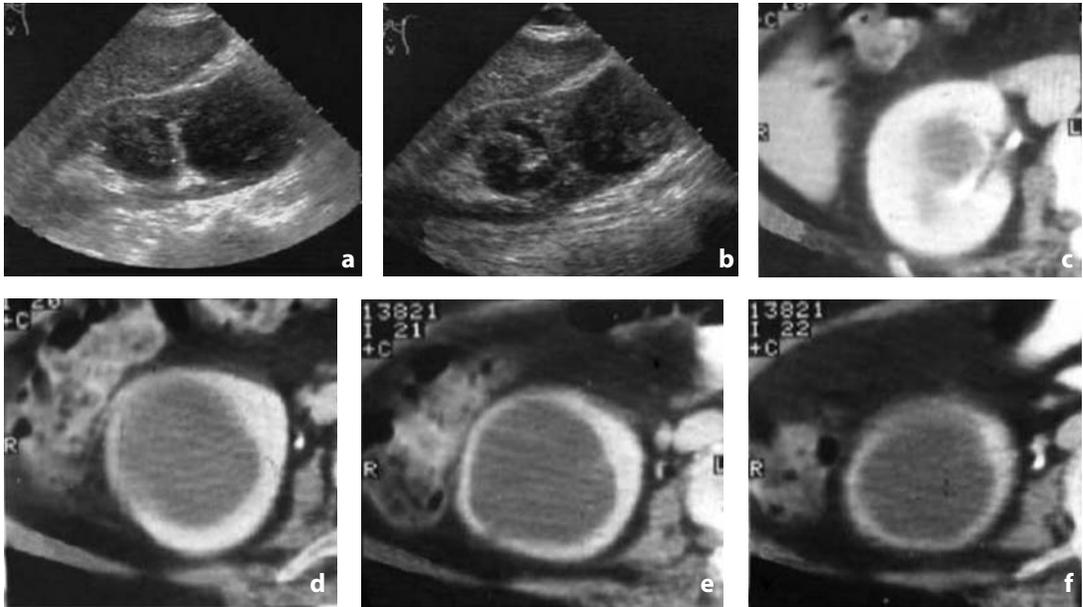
Ecografia e TC con mdc. Ascessi renali. a-b All'esame ecografico si rilevano due raccolte ipoecogene, con alcuni echi mobili all'interno e modesto rinforzo posteriore. c-f Allo studio TC con mdc gli ascessi appaiono come raccolte ipodense, con densità sovraliquida, ben marginate, prive di enhancement a livello dell'area colliquata. La TC permette un ottimale bilancio di estensione. In questo caso gli ascessi sono confinati all'interno del rene
